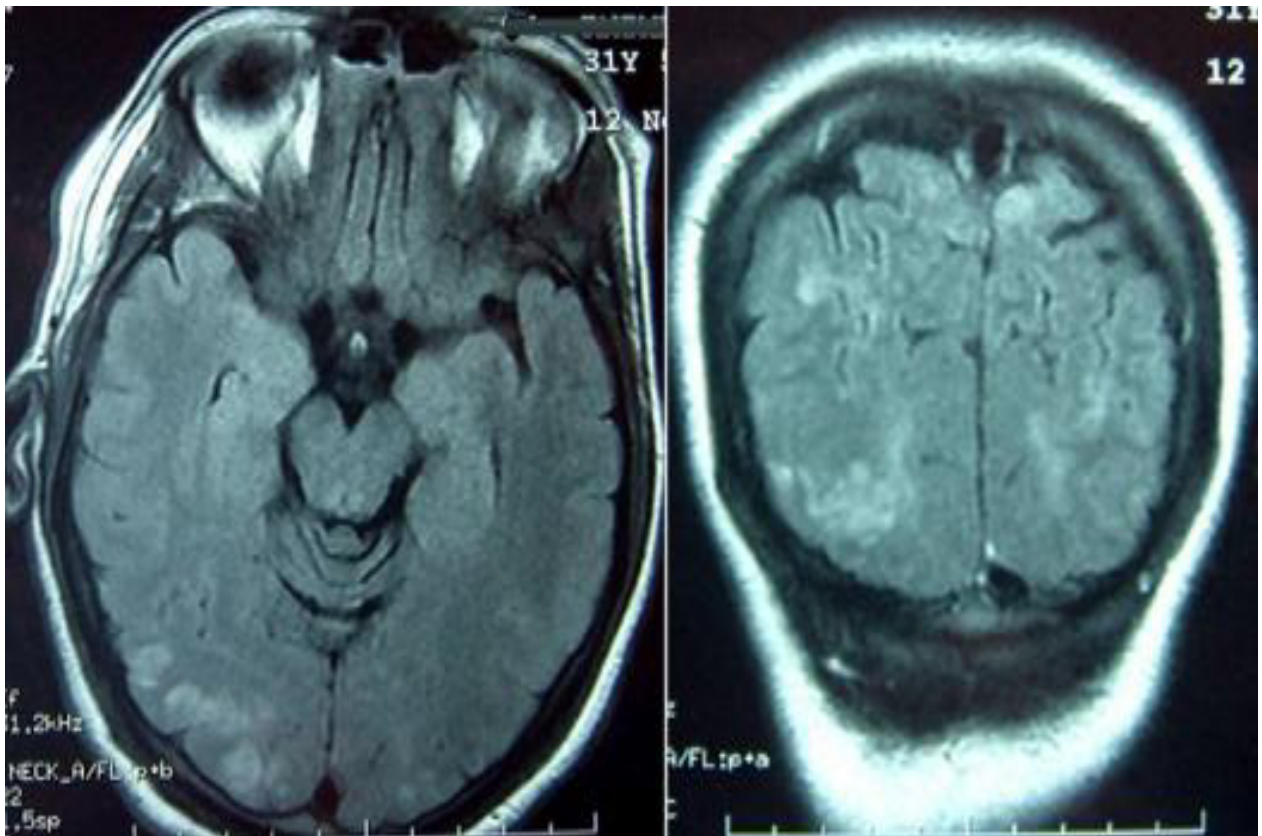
Imagerie par résonance magnétique (IRM) encéphalique, coupe axiale et coronale, séquence FLAIR: Hypersignaux cortico-sous-corticaux, au niveau pariéto-occipital bilatéral et asymétriques.
